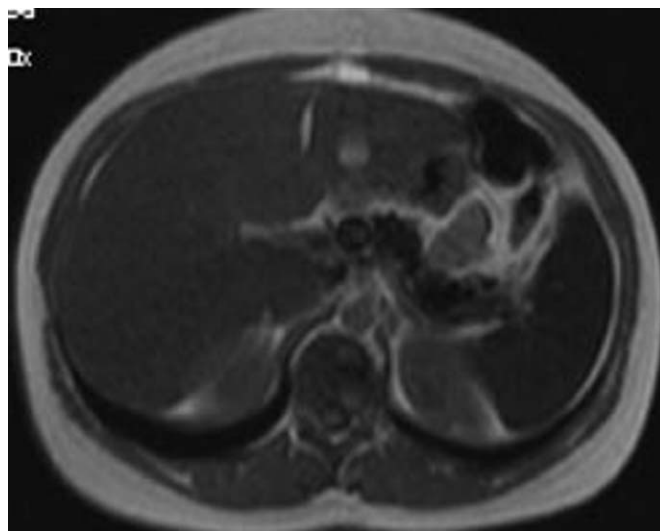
IRM abdominale.
